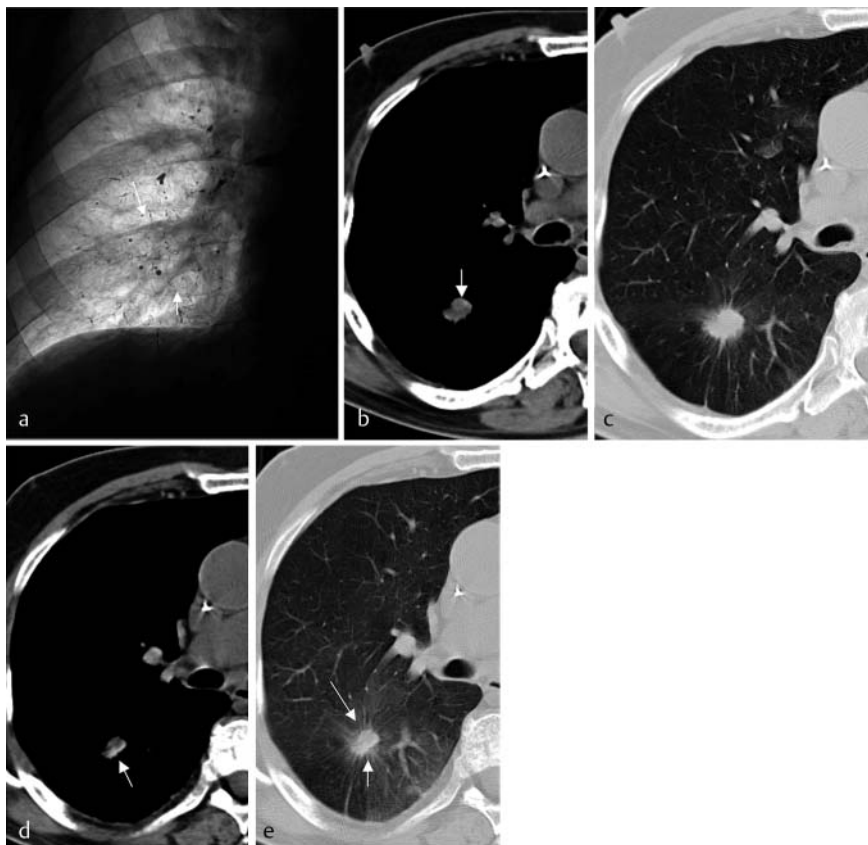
Ansprechen auf die Therapie mittels TPCE im Falle eines 70-jährigen, männlichen Patienten mit Adenokarzinom der rechten Lunge (T1, N1, M0) nach zweimaliger Behandlung mittels TPCE. Nachweis einer moderaten Lipiodoleinlagerung. a Abschließendes Angiogramm der rechten tumorversorgenden Pulmonalarterie nach der ersten TPCE-Behandlung. Darstellung des Adenokarzinoms (Pfeile). Nachweis von Lipiodol in den Pulmonalgefäßen. b, c Natives CT in axialer Schnittrichtung, durchgeführt nach der ersten transpulmonalen Chemoembolisation. Nachweis einer moderaten Lipiodoleinlagerung, vor allem in der Tumorperipherie. d, e Follow-up-CT in axialer Schnittrichtung, einen Monat nach der ersten TPCE-Behandlung. Gut sichtbare Lipiodoleinlagerung in den Tumor (Pfeile). Es konnte eine Reduktion des Tumolvolumens von 1,0 ml auf 0,44 ml beobachtet werden.
